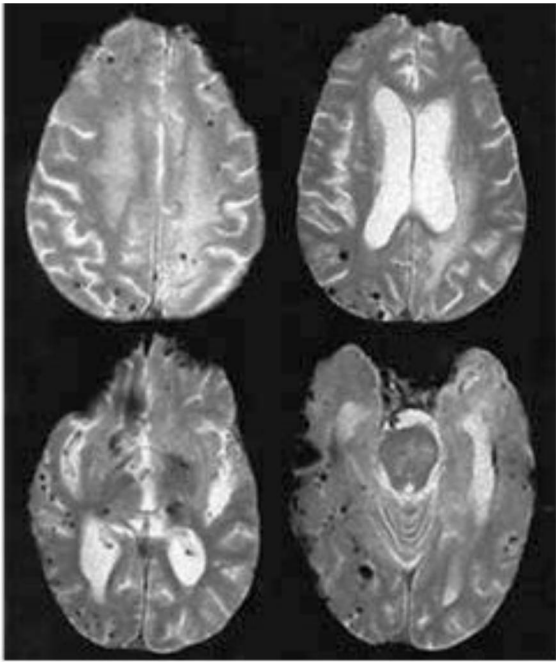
5 Secuencia de RM en eco de gradiente con microhemorragias múltiples predominantemente corticales en un sujeto con angiopatía amiloide cerebral.
